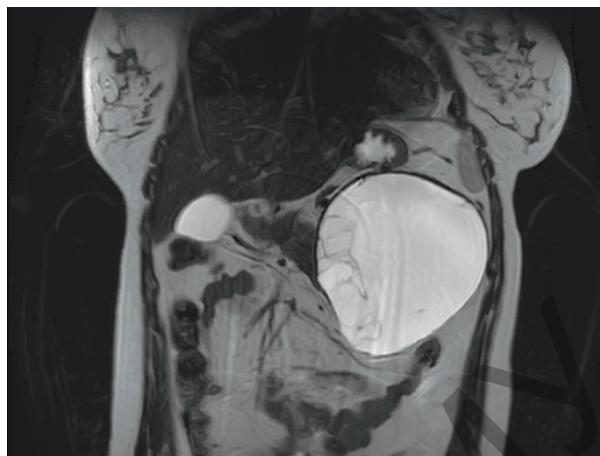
Магнитно-резонансная томограмма. Киста хвоста поджелудочной железы
